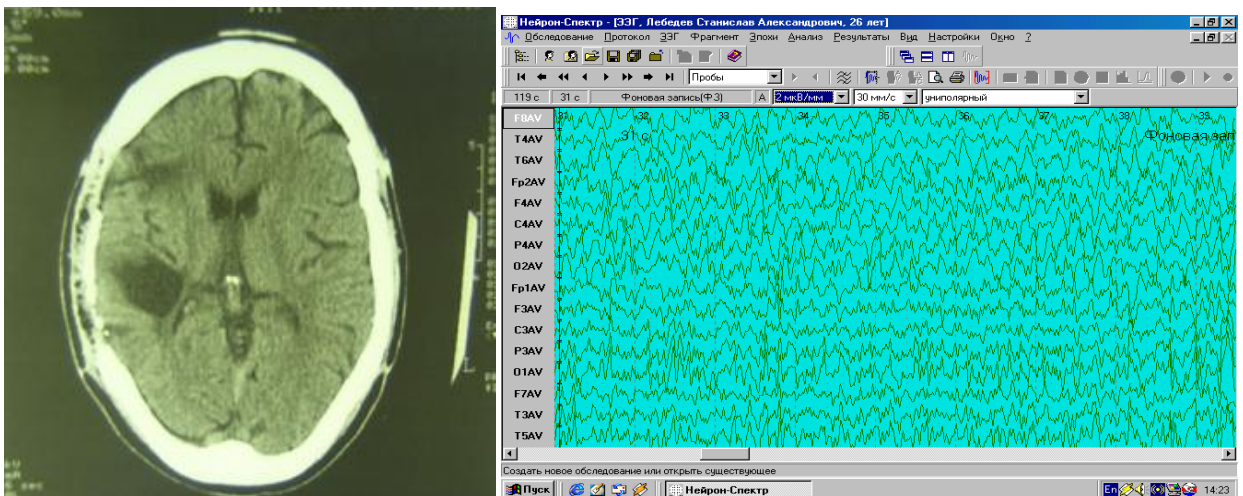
Больной Л., 26 лет. КТ головного мозга и ЭЭГ больного с посттравматической эпилепсией: на КТ определяется рубцово-кистозный процесс в левой гемисфере и большой фрагмент новообразованной кости, располагающийся под протакриловым трансплантантом.
